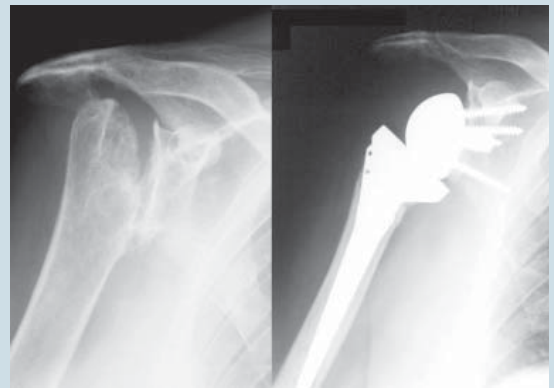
Exemplarische Röntgendarstellung nach Versorgung mit inverser Prothese bei Humeruskopfnekrose und Massendefekt der Rotatoren
